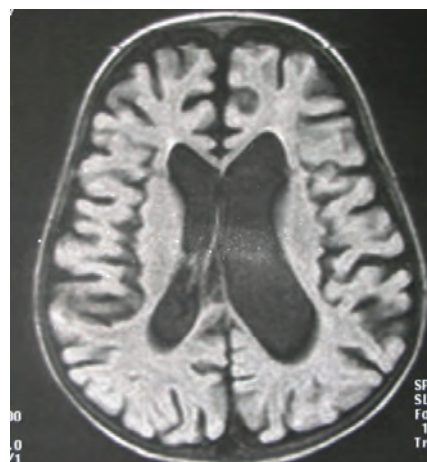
МРТ пациента С., перенесшего криптококковый менингоэнцефалит
